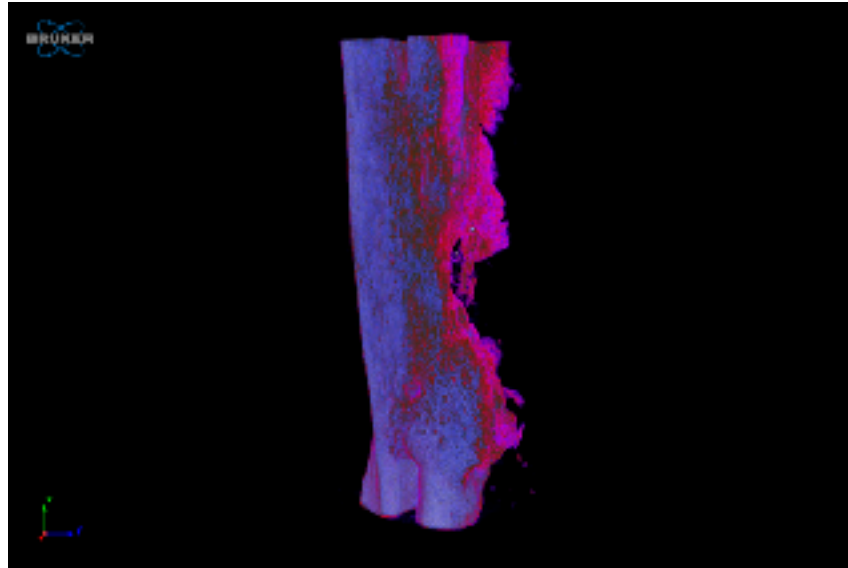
CTAn v.1.12 yazılımı (Bruker-micro-CT) ile analiz edildi
